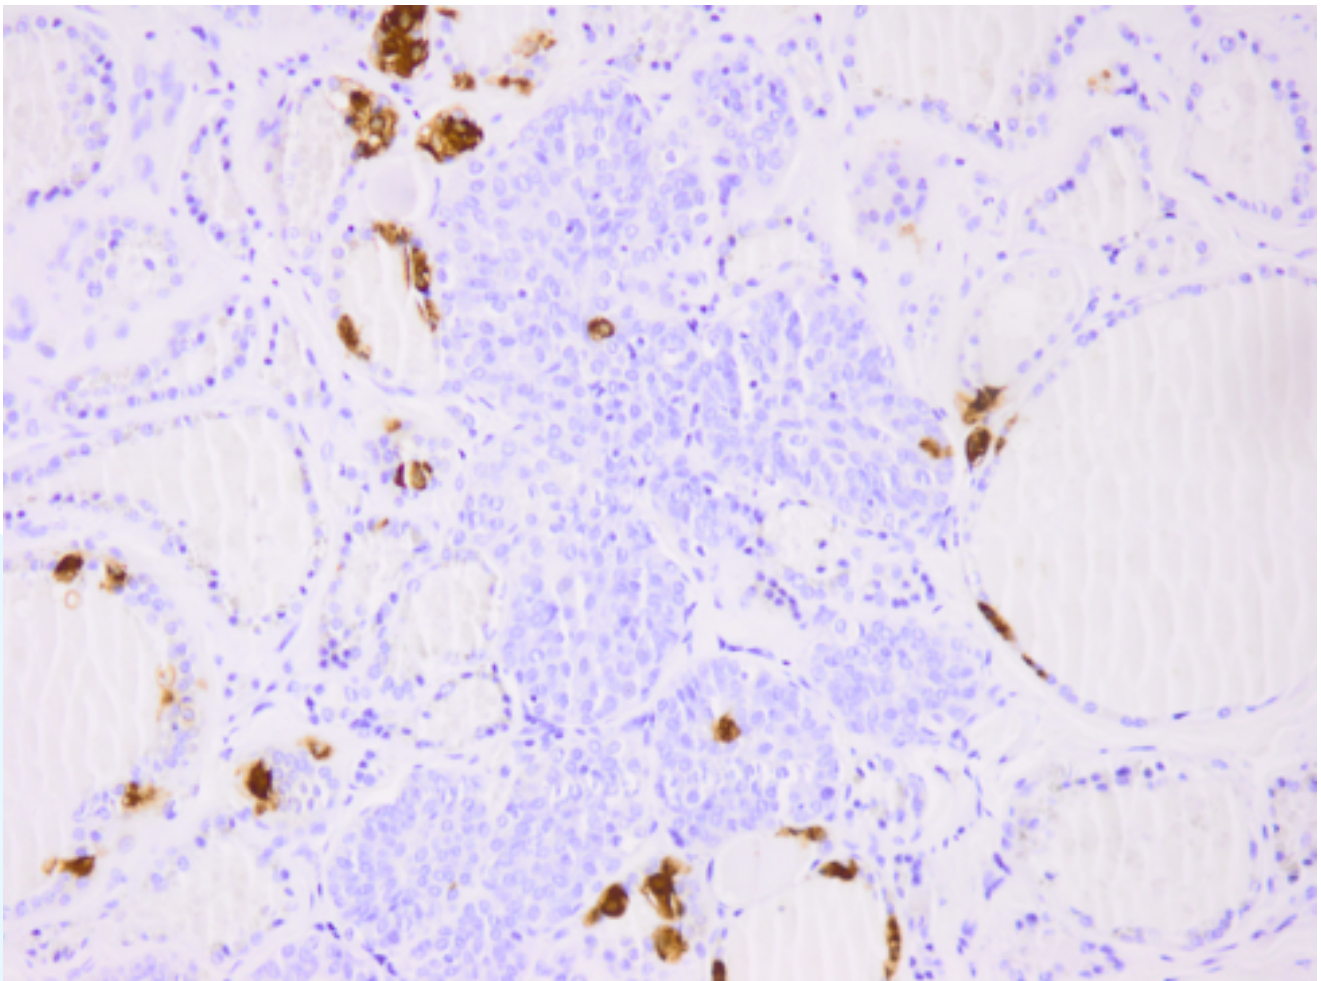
Inmunohistoquímica de CT con positividad citoplasmática moderada en las células C (x40).
